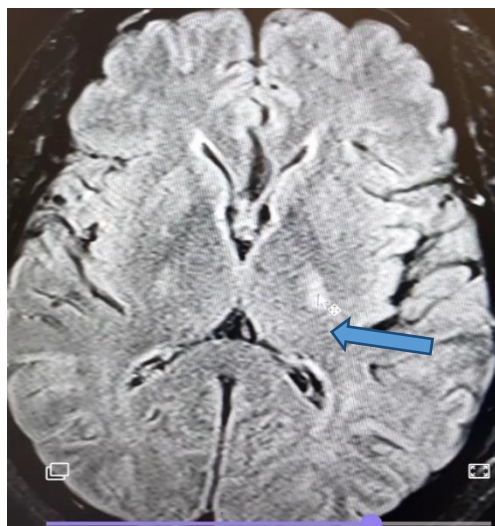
IRM 2, Image d'ischémie capsulothalamique gauche
